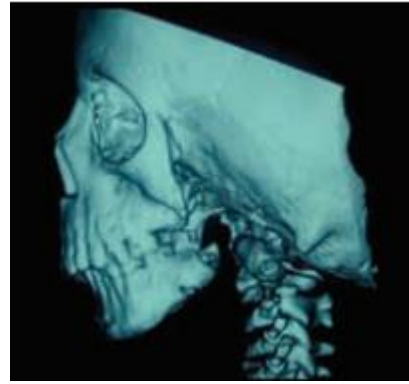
TAC facial asimetría izquierda.⁴⁵
